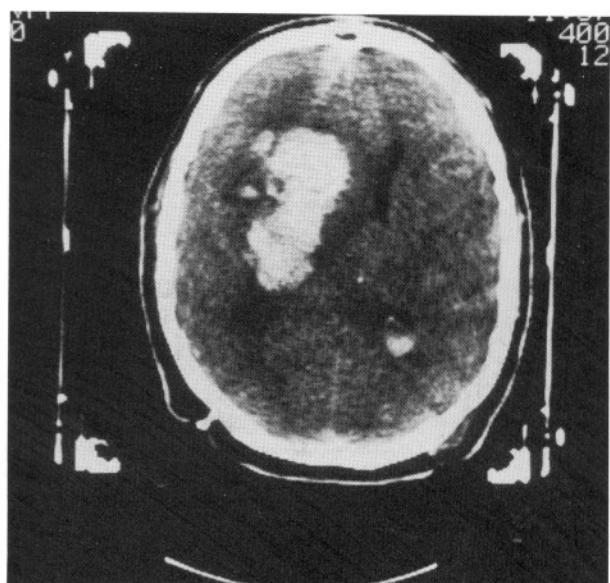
Putaminal hematoma; a) ameliyat öncesi, b) ameliyat sonrası BT görüntüleri.
